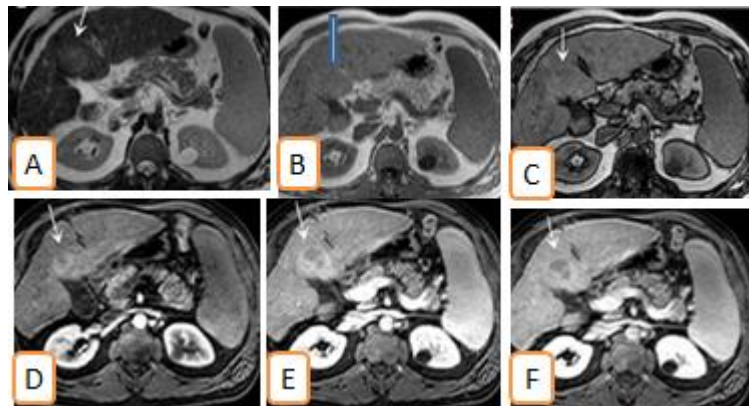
Aspect IRM d'un CHC du segment IV (Têtes flèches) en hypersignal T2(A), en iso signal T1 in phase (B) avec une chute modérée du signal à la partie antérieure de la masse, correspondant à un contingent graisseux, en opposition de phase; prise de contraste franche au temps artériel(D) et Wash-out au temps portal et tardif(E,F).
